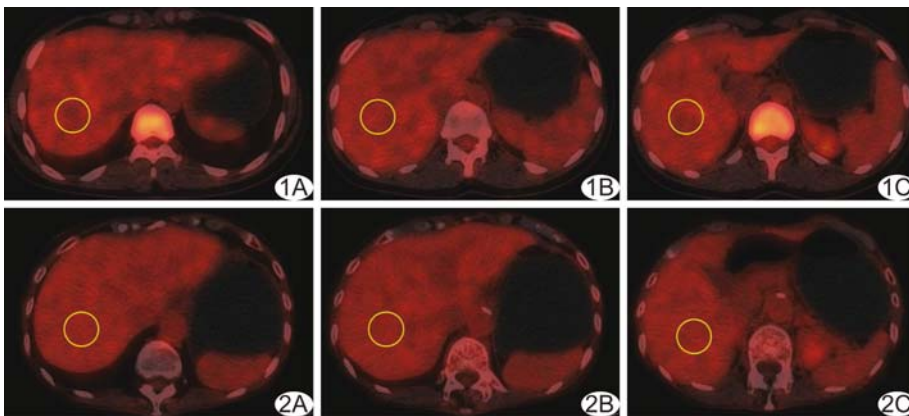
患者女, 26 岁, 对照组, 肝脏 PET/CT 图像 A. 第二肝门层面, SUV_{max} 和 SUV_{mean} 分别为 3.47 和 2.34; B. 门静脉左支层面, SUV_{max} 和 SUV_{mean} 分别为 3.31 和 2.30; C. 第一肝门层面, SUV_{max} 和 SUV_{mean} 分别为 3.41 和 2.36 图 2 患者女, 73 岁, 实验组, 肝脏 PET/CT 图像 A. 第二肝门层面, SUV_{max} 和 SUV_{mean} 分别为 3.39 和 2.22; B. 门静脉左支层面, SUV_{max} 和 SUV_{mean} 分别为 3.36 和 2.27; C. 第一肝门层面, SUV_{max} 和 SUV_{mean} 分别为 3.47 和 2.27
